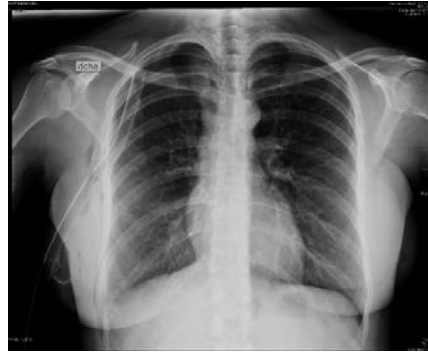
Radiografía de Tórax post tubo.
